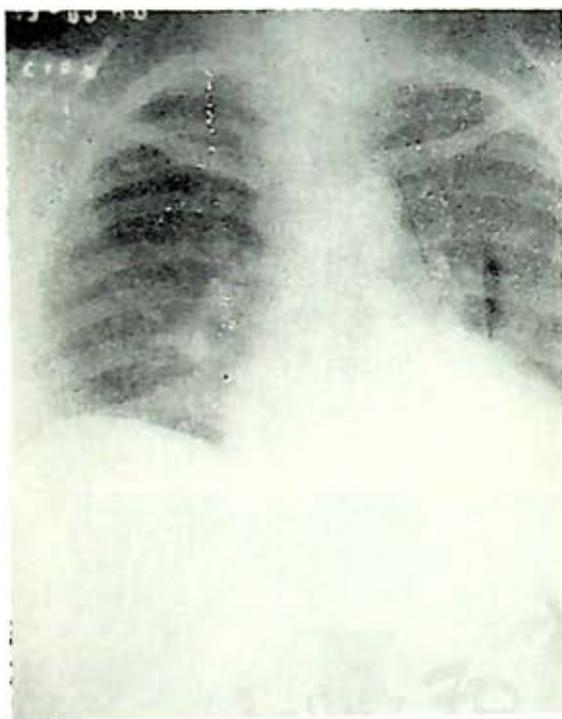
Radiografía de tórax P.A. del postoperatorio que demuestra la desaparición de la tumoración del mediastino superior.
